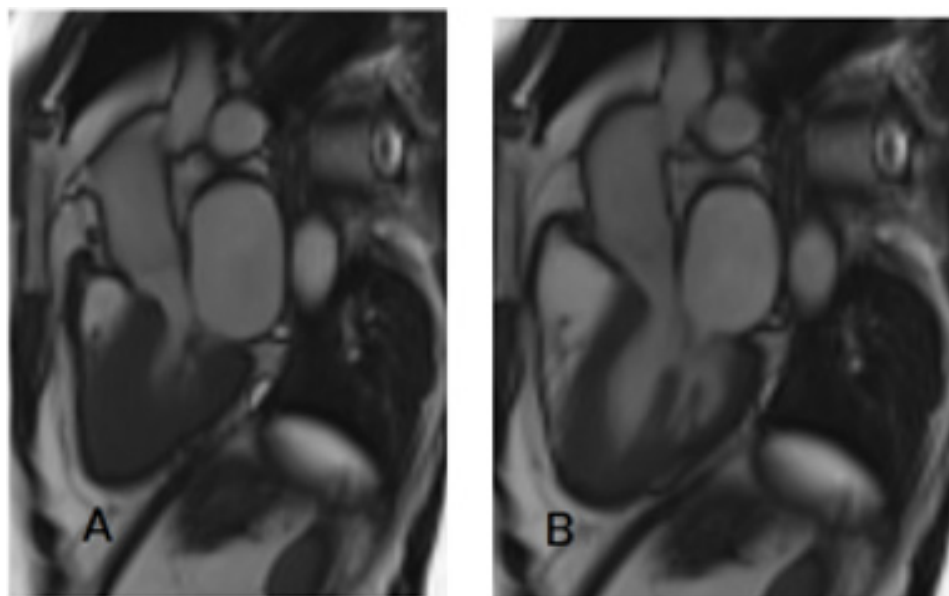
Ressonância magnética cardíaca detectou presença de hipertrofia apical de ventrículo esquerdo com obliteração da cavidade apical na sístole (A) e em diástole (B).
